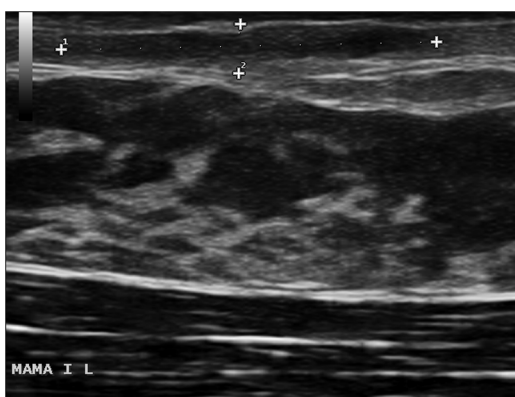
Ecografía de la lesión que muestra una imagen longitudinal en banda en la dermis superficial hipocogénica de 15 x 2,4 x 6 mm, doppler negativa, compatible con trayecto fistuloso.
